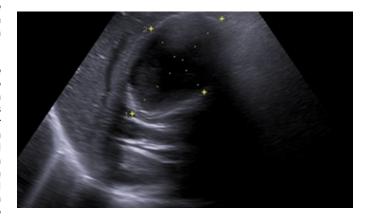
Ultrasonido de VP
